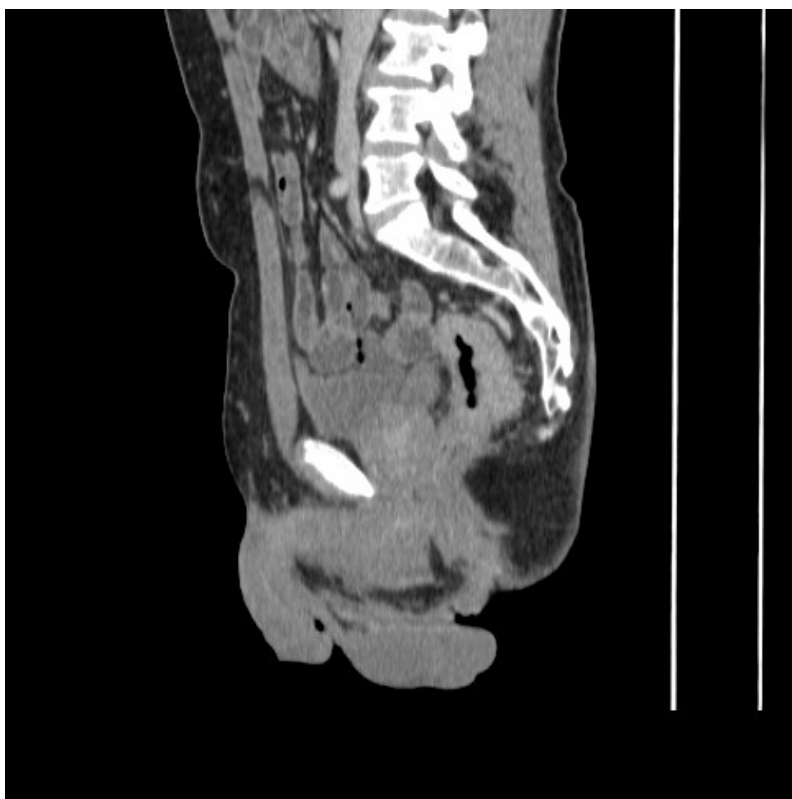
48 CT vyšetření MPR rekonstrukce TU infiltrace v oblasti sigmatu,PET/CT prokazuje aktivní ložisko v oblasti submandibulární uzliny vpravo
